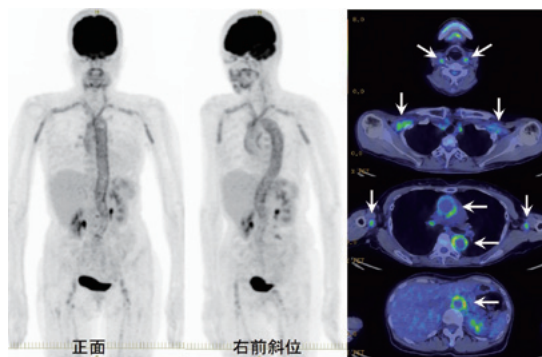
症例のFDG-PET/CT画像、左MIP画像、右横断融合画像。総頸・鎖骨下・腋窩動脈、胸・腹部大動脈、大腿動脈に肝よりも高いFDG集積があり、大動脈炎症候群を強く疑う所見。
